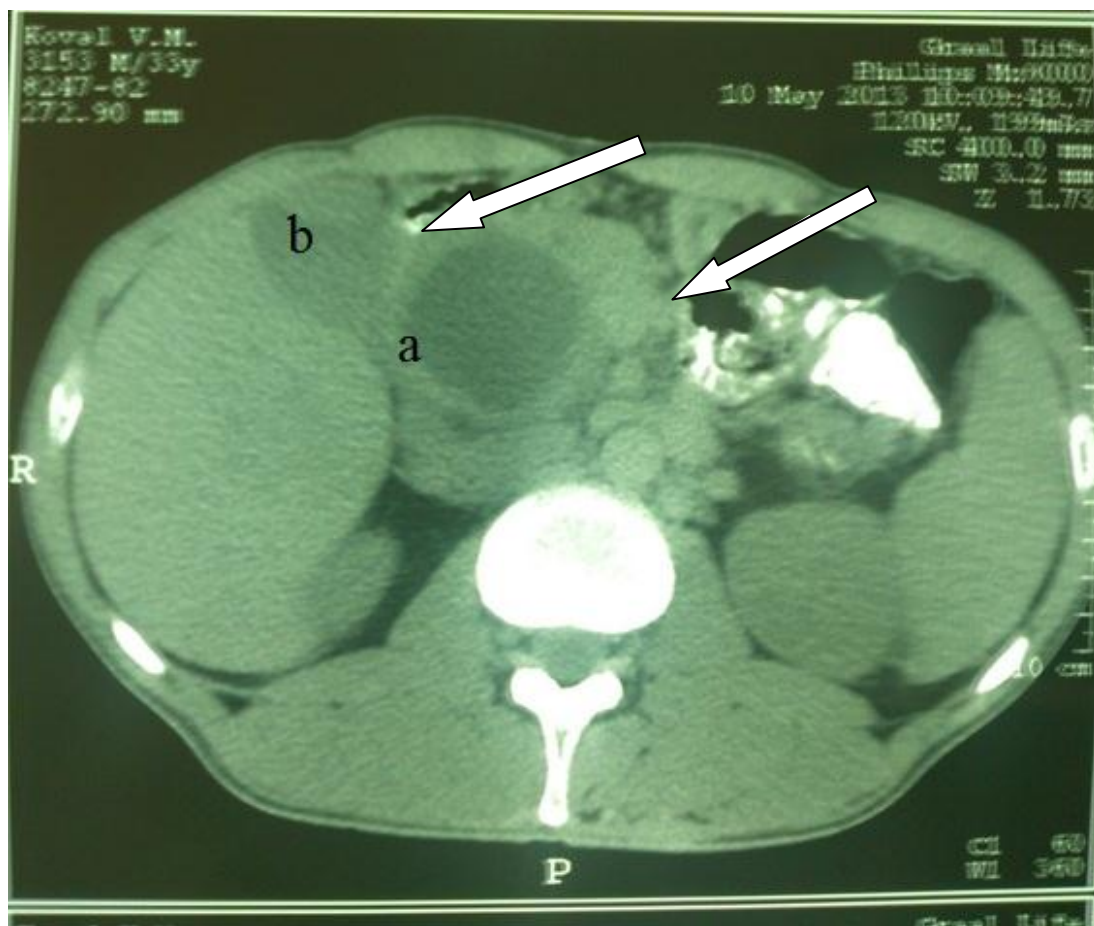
СКТ хворого К. 1980 р.н. ХП з кістозним ураженням головки ПЗ (а), та блокованим жовчним міхуром (b).
